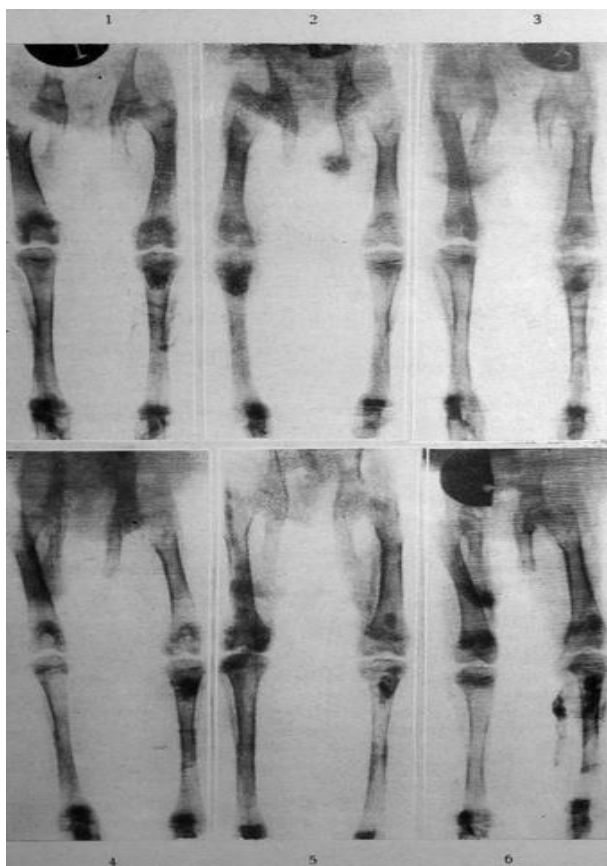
Telerradiografías postoperatoria a las 3 semanas de las intervenciones puesta de hipercrecimiento. No se aprecia respuesta de hipercrecimiento.
